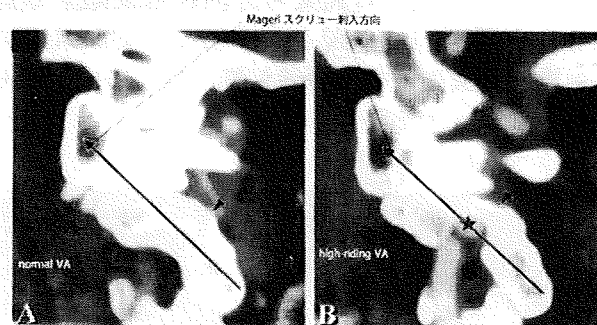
C1-C2高位CT矢状断再構築像。Magerlスクリュー刺入によりHigh-riding VA (B)では椎骨動脈損傷(★)を生じる。
